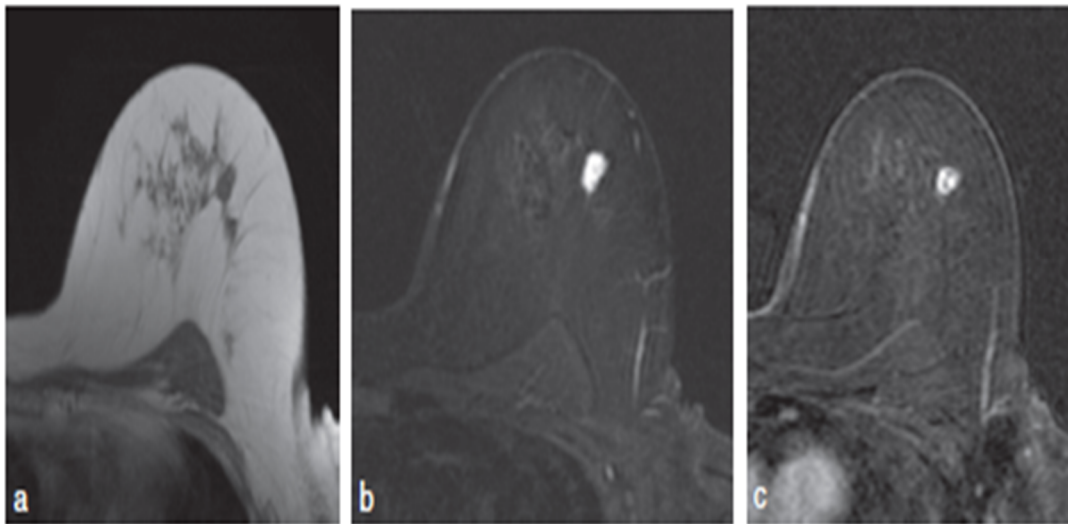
Cliché d'IRM : Masse ovale bien circonscrite en hyposignal T1 (a), en net hypersignal T2 FAT SAT (b). Après injection de Gadolinium (c), rehaussement annulaire.
